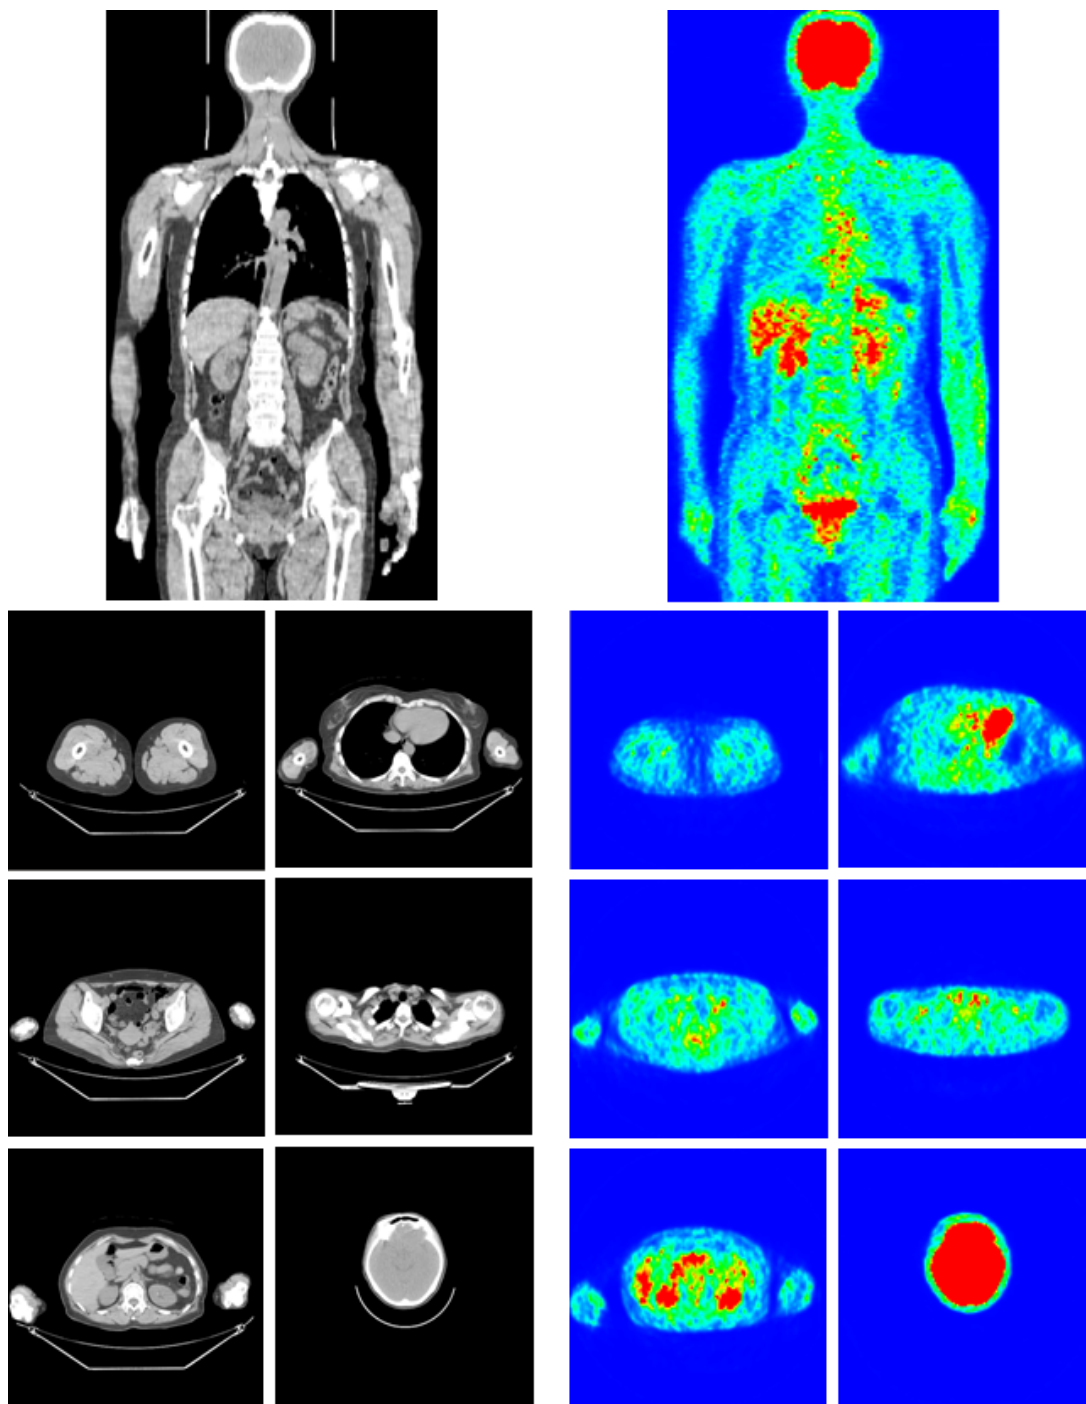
一人の患者から撮影される画像の例．一人の患者からおよそ数百枚から数千枚の画像が撮影される．ちなみに，左側の画像は CT 画像を表しており，右側の画像は PET 画像を表している．PET 画像は体内の糖代謝情報を表しており，CT 画像は X 線の透過率の三次元分布を表している．このような医用画像は，一人の患者からおよそ数百枚から数千枚撮影される．
